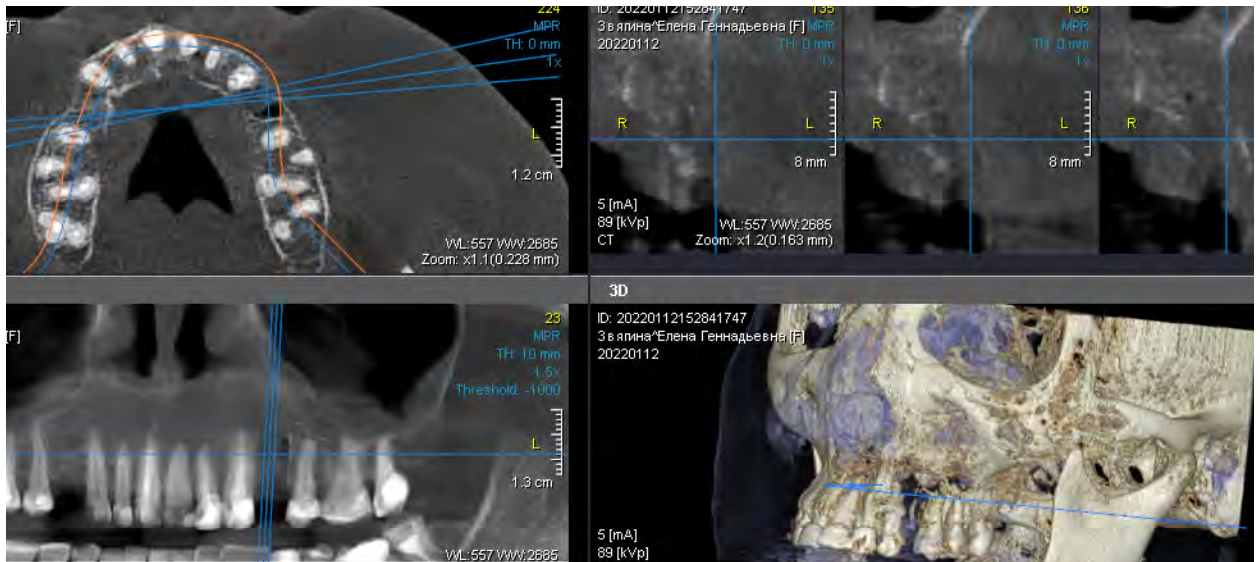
МСКТ. Пациент П., 57 лет. Диффузный бисфосфонатный остеонекроз альвеолярного отростка верхней челюсти с распространением процесса в проекцию скуловой кости, передней стенки гайморовой пазухи
